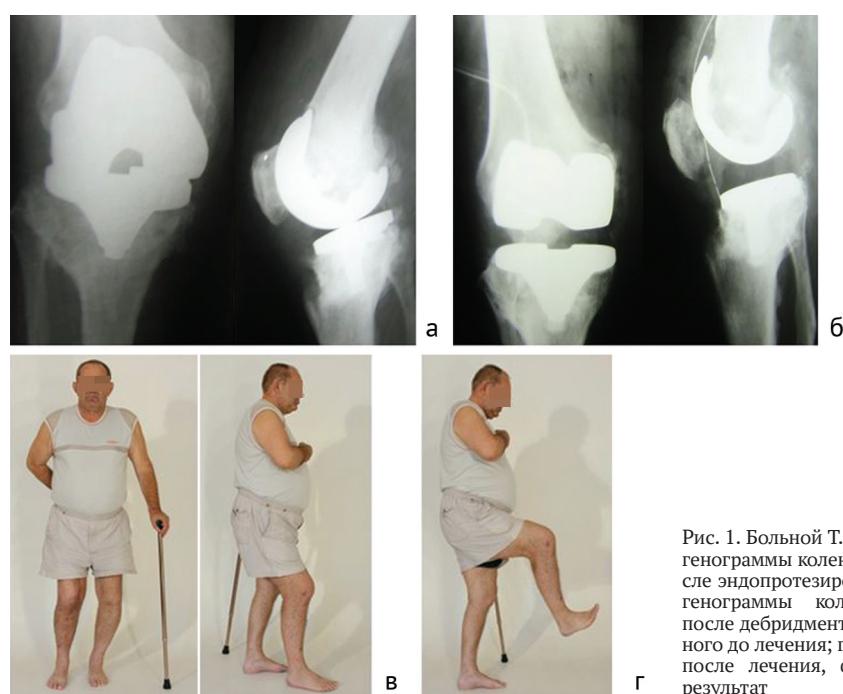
Больной Т., 60 лет: а – рентгенограммы коленного сустава после эндопротезирования; б – рентгенограммы коленного сустава после дебридмента; в – фото больного до лечения; г – фото больного после лечения, функциональный результат
